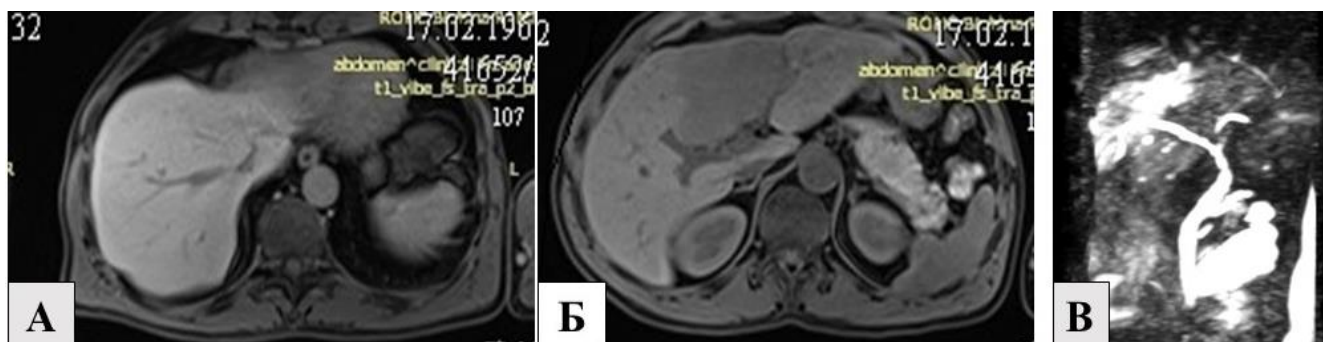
МР(МРХПГ)-томограммы альвеококкоза правой доли печени с переходом на левую долю: А, Б – аксиальная проекция; В – МР-холангиопанкреатография
